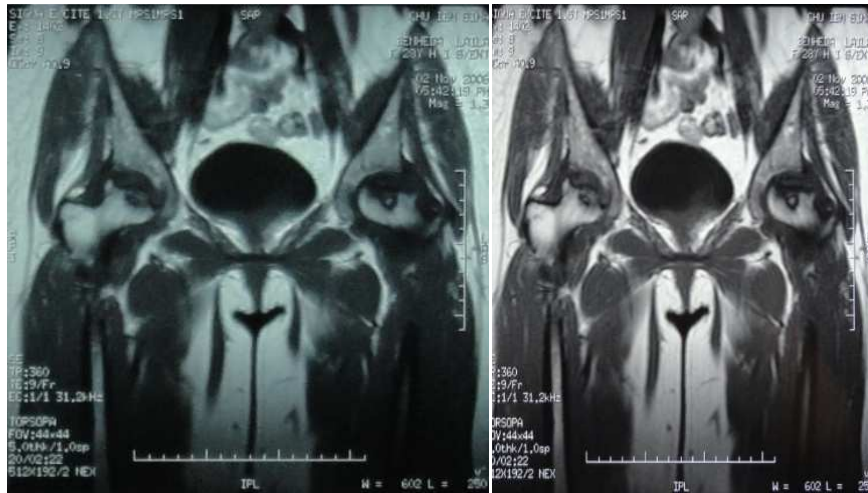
IRM :coupe frontale :ONATF bilatérale satde II à droite et stade III à notre série observation n° 8)
